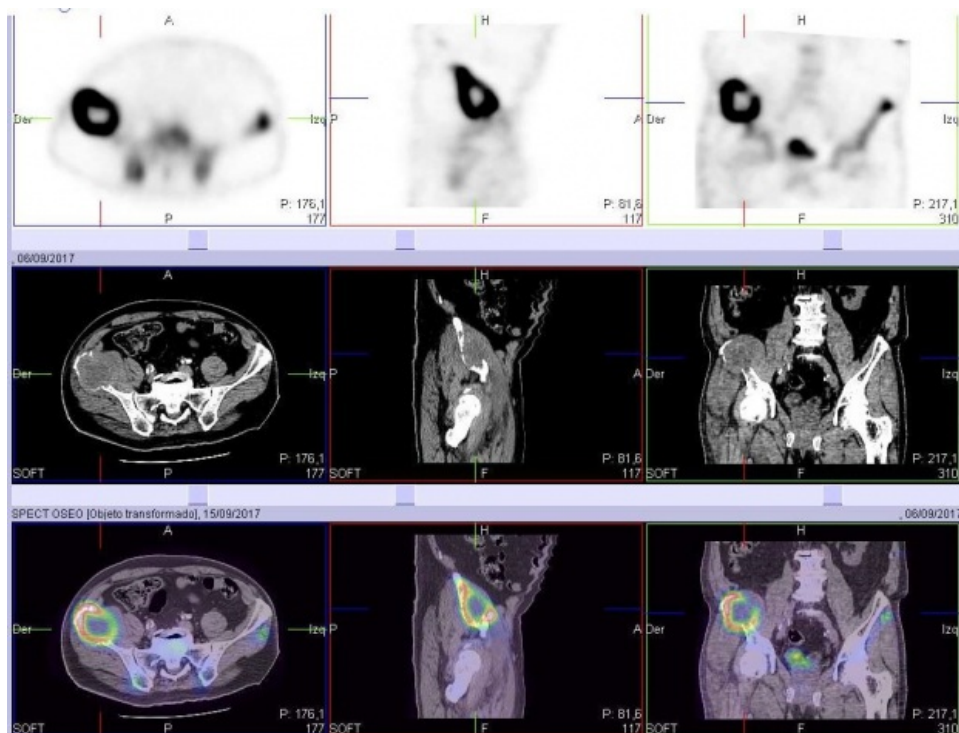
SPECT de pelvis con proyecciones axial, sagital y coronal que evidencia conexión entre la vejiga y el foco hipercaptante de aspecto sacular.
